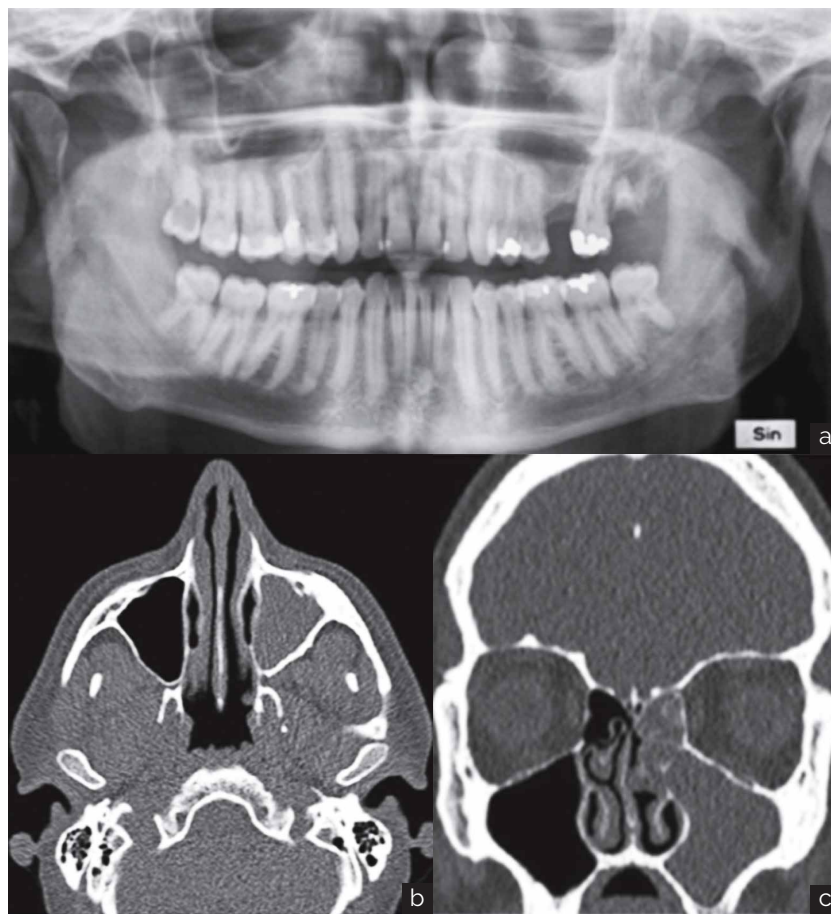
Un paciente con sinusitis maxilar crónica. Radiografía panorámica (a) y TC de baja dosis (b, c) se llevaron a cabo. (a) Radiografía panorámica que muestra fragmentos de raíz del tercer molar superior izquierdo con la destrucción ósea periapical. Los senos maxilares son difíciles de evaluar. (b) TC axial que muestra radiopacificación completa del seno maxilar izquierdo. Las paredes óseas son un poco escleróticas. (c) Corte coronal que muestra la misma imagen que (b).
